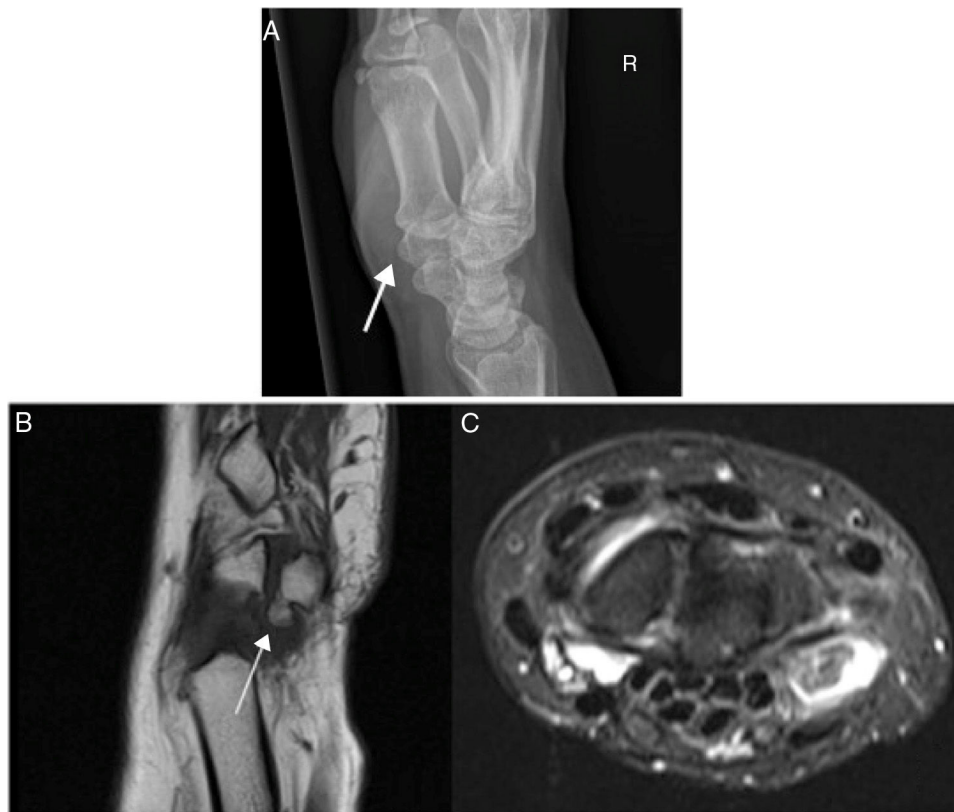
A) Radiografía Simple. Imagen en exofítica con continuidad con la cortical del hueso adyacente con una base ancha a nivel del pisiforme. B-C) Resonancia magnética del carpo. Osteocondroma solitario pediculado en el pisiforme siendo lesión exofítica con continuidad córticomedular en polo proximal de 5x5 mm rodeada de líquido sinovial con estructuras tendinosas y ligamentosas correctas.
